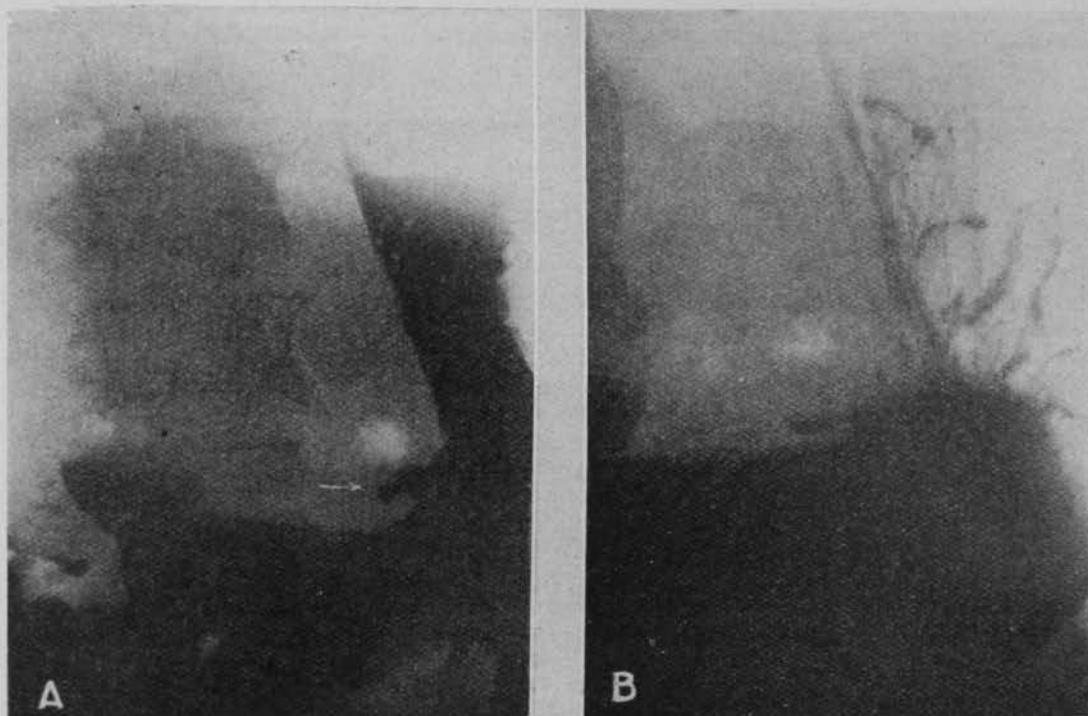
J. C. Úlcus penetrante de pequeña curvatura con cámara de aire. Persistencia del nicho un mes después (radiografía en horizontal).
